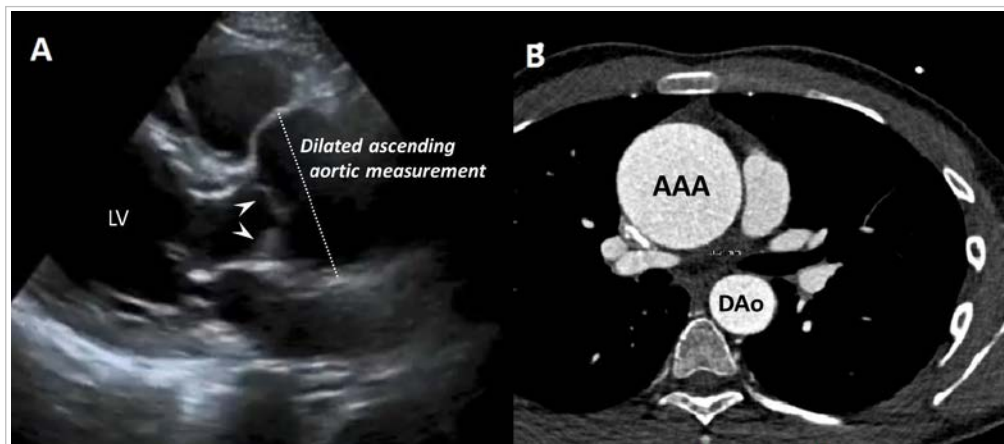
A. Echocardiographic image depicts ascending aortic aneurysm. Arrowheads point aortic valve cusps. LV, left ventricle. B. Contrast-enhanced computed tomography shows a 6 cm ascending aortic aneurysm (AAA). DAo, descending aorta.
